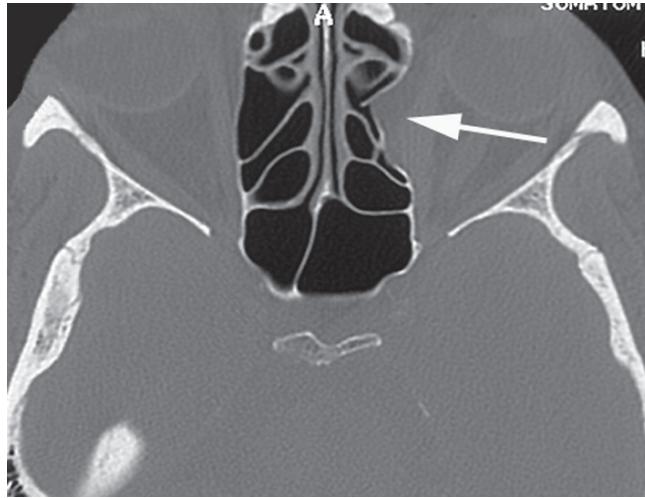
Coupe TDM axiale : déhiscence de la lame papyracée gauche, avec hernie graisseuse au sein de la MLE (flèche).
